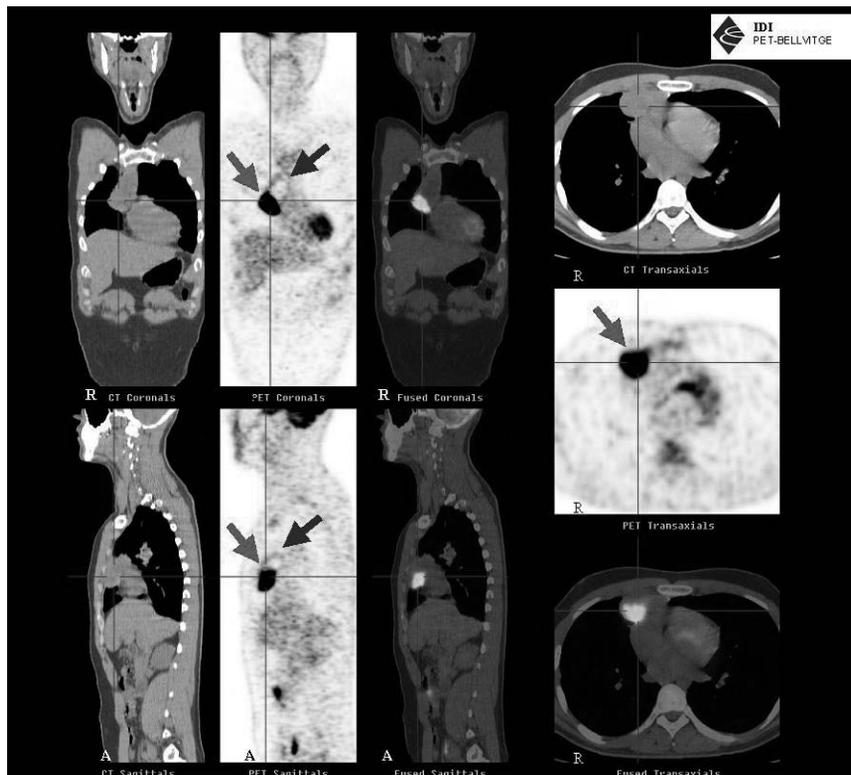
Cortes coronales, sagitales y axiales de TC, PET y FUSION PET-TC
